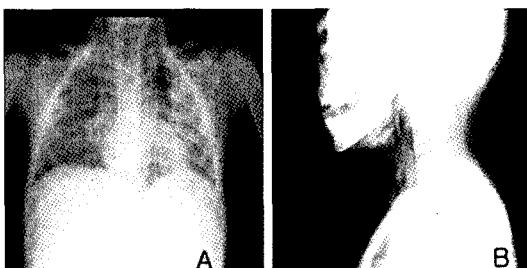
A) The posteroanterior chest radiograph reveals a multitude of thick, linear streaks of air extending into the mediastinum, B) Cervical spine radiograph demonstrates dissection of air into the retropharyngeal space and subcutaneous emphysema.
